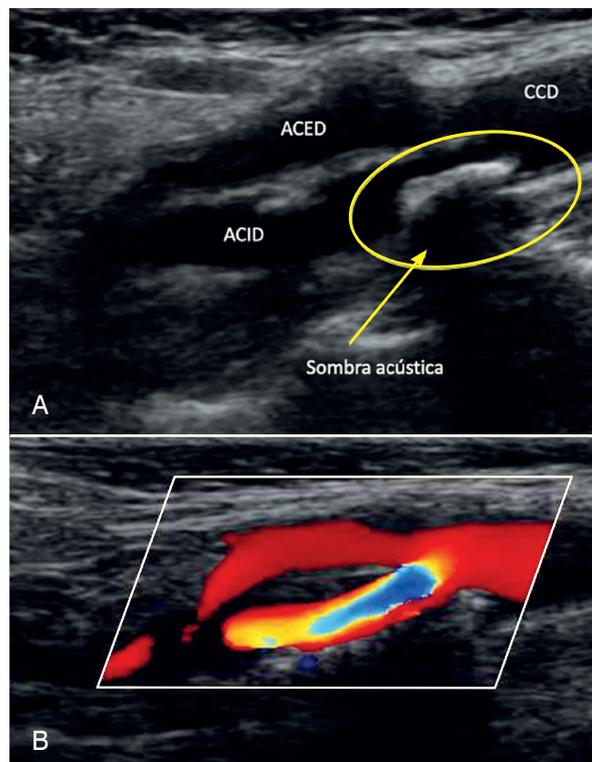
A) O ultrassom possibilita o diagnóstico de placas de ateroma nas artérias carótidas, que refletem a presença de aterosclerose sistêmica e indica maior risco de ocorrência de eventos cardiovasculares adversos. Neste exemplo há placa calcificada definida pela existência de sombra acústica (seta) na porção distal da carótida comum direita (CCD), que compromete também a origem da artéria carótida interna direita (ACID), mas poupa a artéria carótida externa direita (ACED). B) Além de revelar placas de ateroma, o ultrassom possibilita também a realização de outra medidas, como o impacto da estenose sobre o fluxo arterial. Neste exemplo, o Doppler colorido revela alteração significativa do fluxo consequente à presença da estenose.
